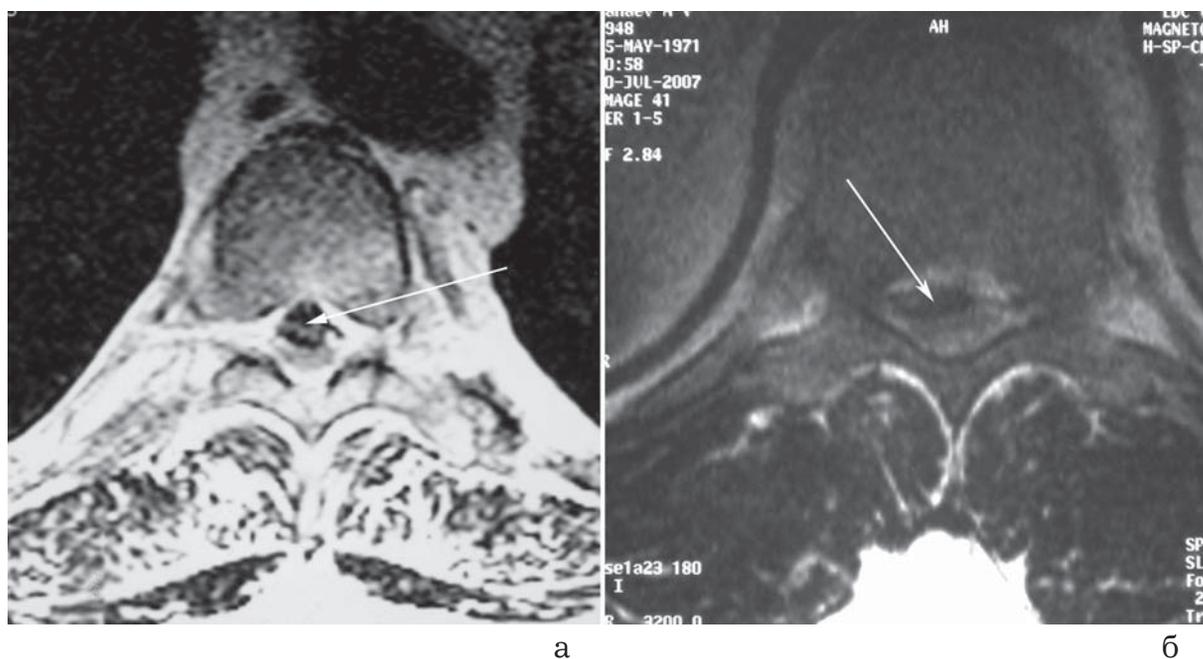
Аксиальная МРТ грудного отдела позвоночника до операции: а – массивная медиальная грыжа диска Т9-10, сдавливающая спинной мозг; б – медиолатеральная грыжа диска Т8-9.
